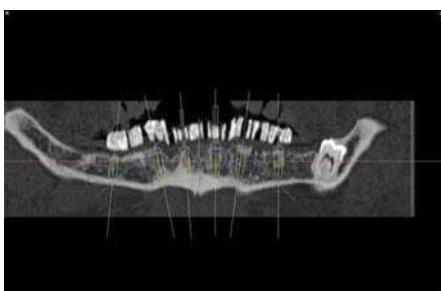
Una ortopantomografía de la planificación del implante en el maxilar inferior.
